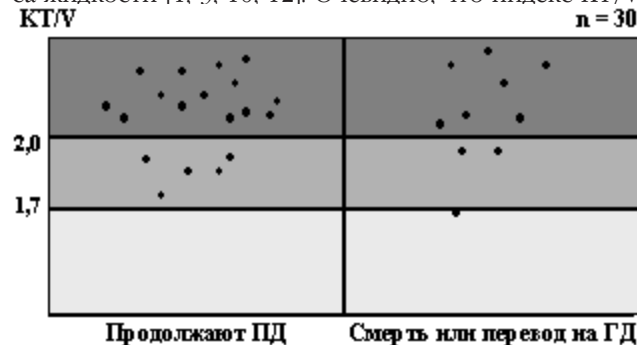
Связь между КТ/V и исходом ПД (длительность лечения ≥ 12 месяцев)
